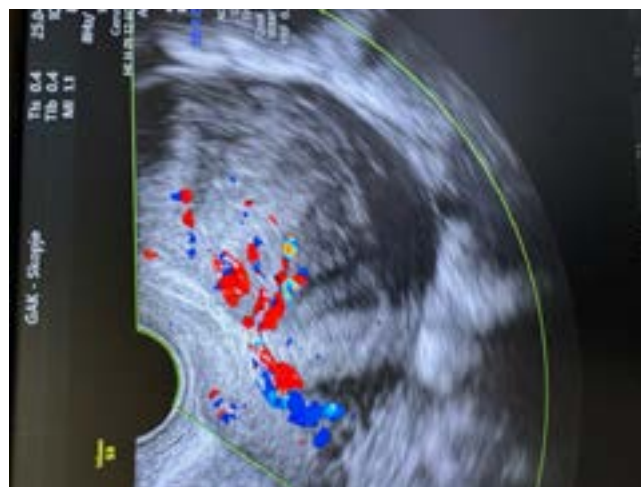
ultrasound image of the uterine myoma prior to surgery
